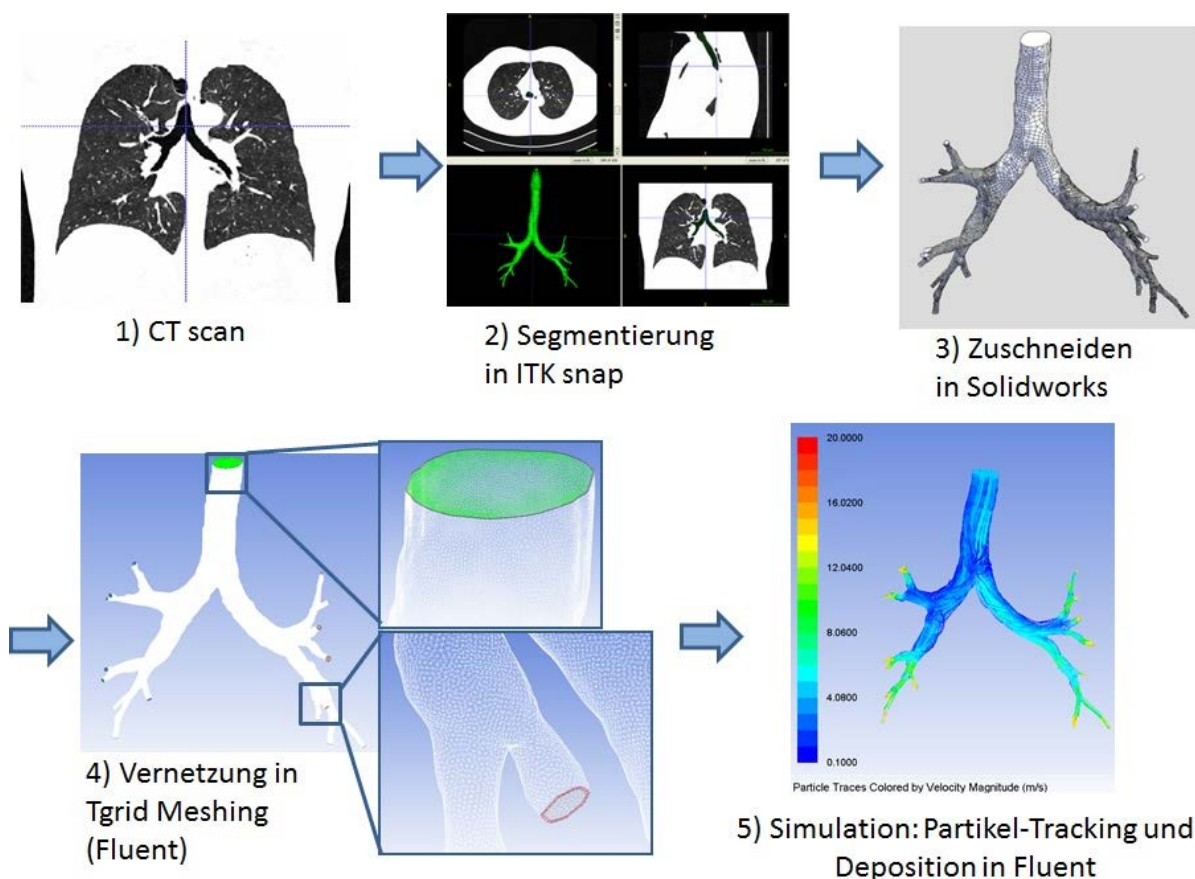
Arbeitsablauf für die Konstruktion der CT-basierten Lungenmodelle, die das Berechnen von Depositionsergebnissen ermöglichen (hier dargestellt als Beispielbild: Lunge eines erwachsenen Patienten)
